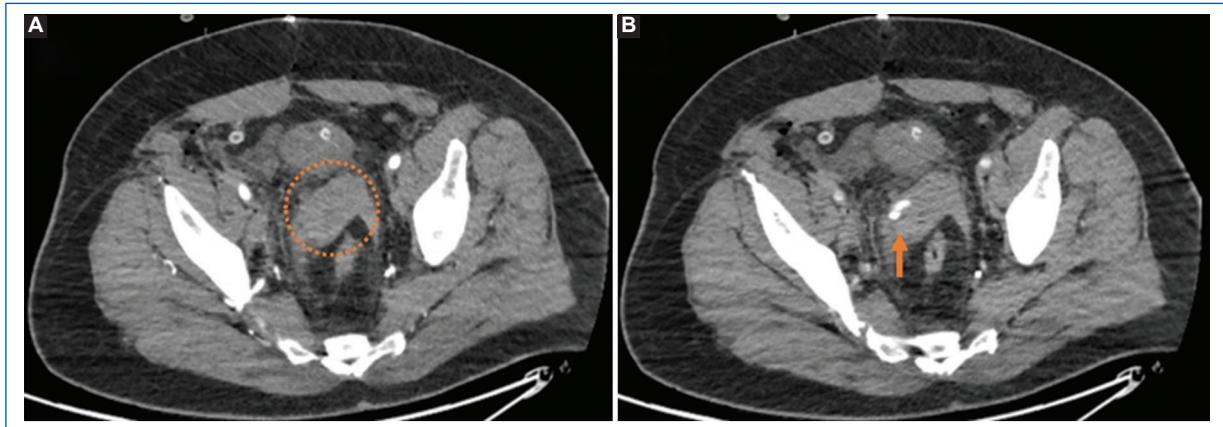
Angiotomografía abdominal en fase arterial (A) y arterial tardía (B). En el lecho quirúrgico de la prostatectomía se observa una colección hiperdensa (círculo) compatible con hematoma. Presenta un foco de extravasación de contraste (flecha) en la fase arterial tardía (B).
